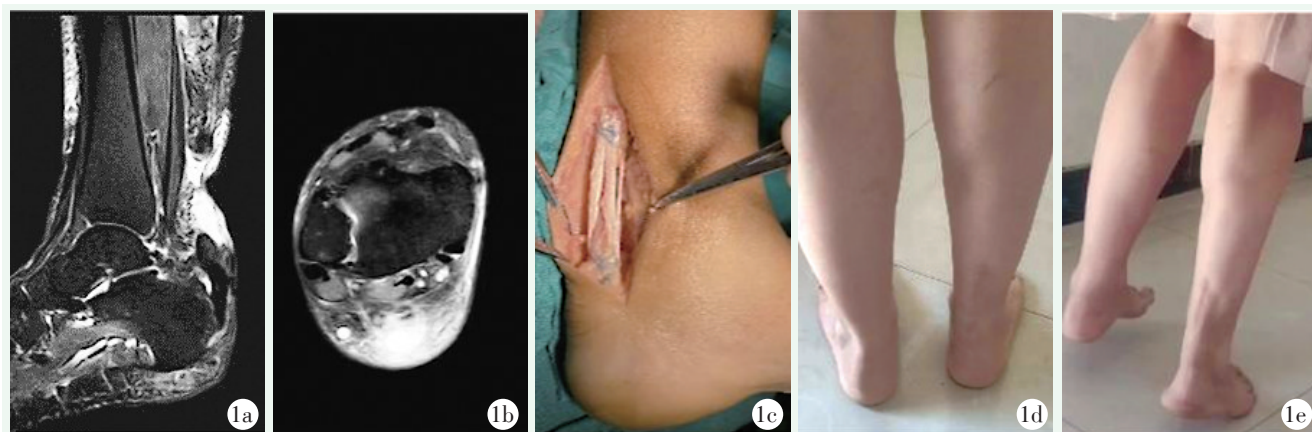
患者女性, 51 岁。1a: 术前 MRI 可见跟腱连续性中断、断端上部挛缩; 1b: 术前 MRI 可见跟腱位置空虚; 1c: 跟腱缺损处采用 Bunnell 缝合法将自体肌腱移植与跟腱断端牢固缝合; 1d: 术后 5 年切口愈合外观; 1e: 术后 5 年患足完成单足提踵活动。
